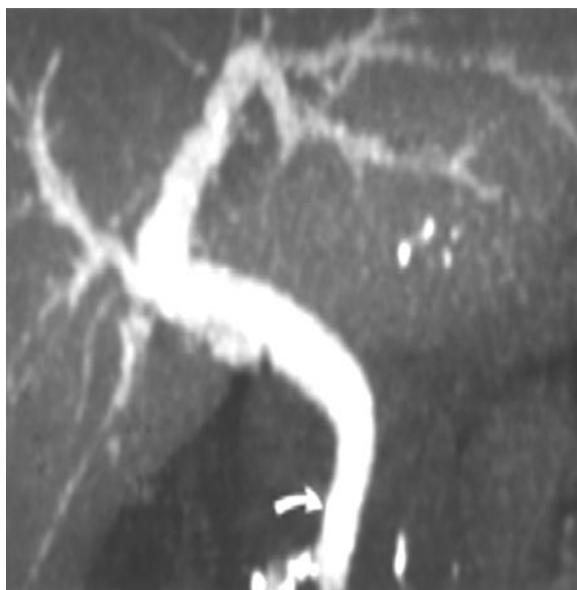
CT reconstruction. Cholestasis: bile duct stone, strong calcify.
